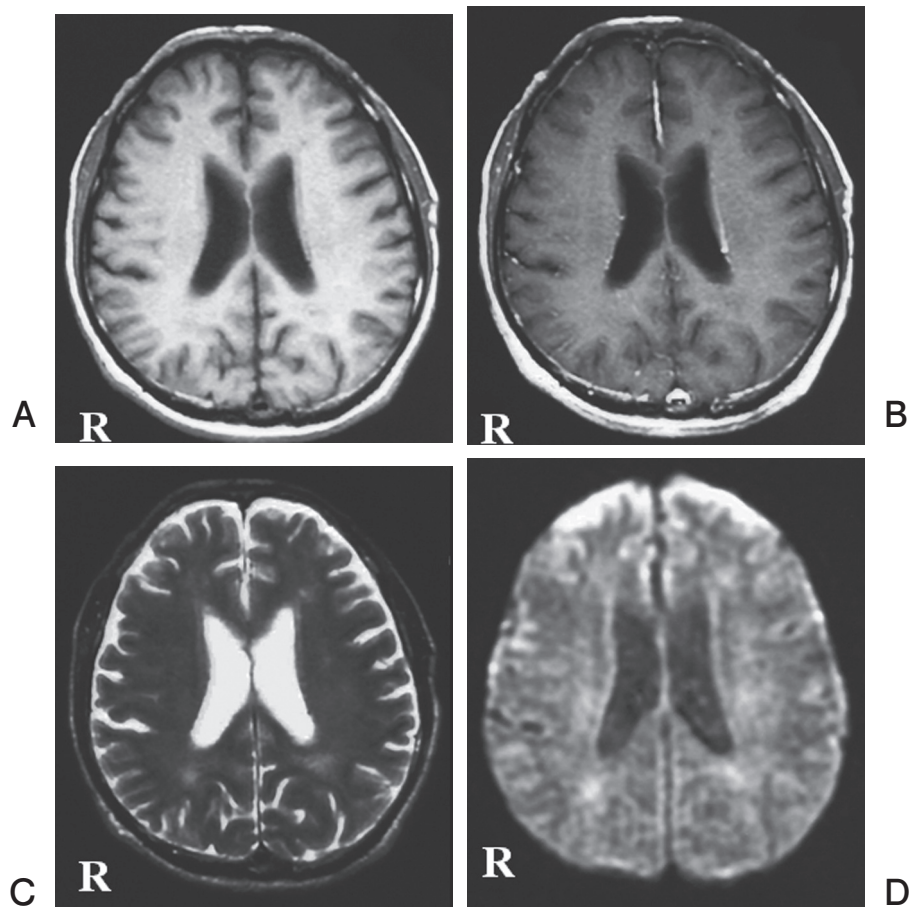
Abnormality was not detected by T1-weighted magnetic resonance image (A) and enhanced image (B). T2-weighted image (C) and diffusion weight image (D) showing small high intensity area in the subcortical white matter of bilateral frontal and parietal lobes.
